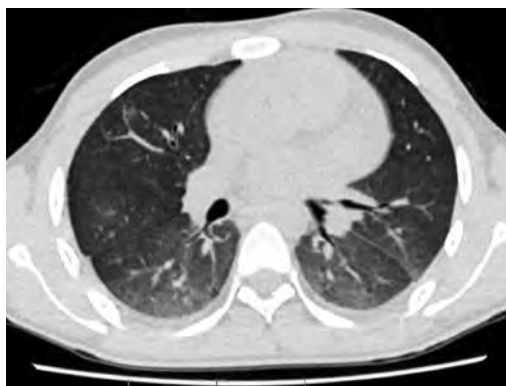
Компьютерная томограмма пациента А.
